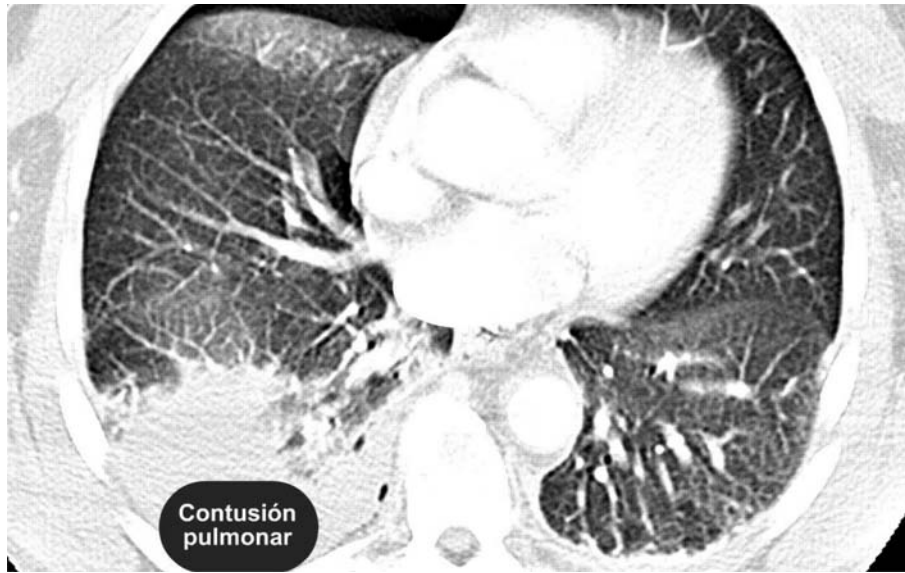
TAC de tórax que ilustra una contusión del pulmón derecho
